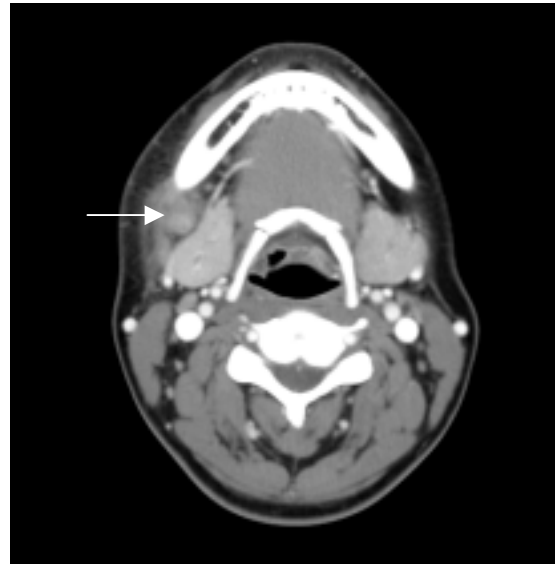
Computerized tomography of the neck. It shows a 2.5cm-sized ill-defined mass (arrow) in the right submandibular space lateral to the right submandibular gland.
